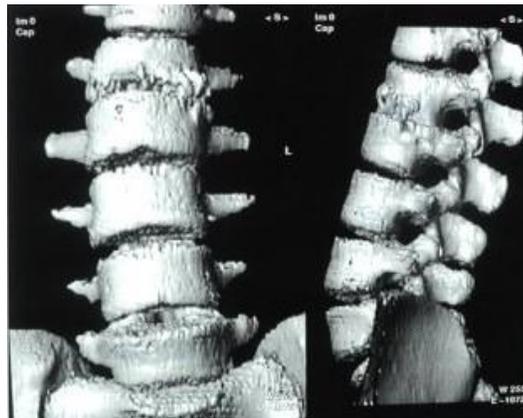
Reconstrucción tridimensional de espondilitis tuberculosa (Tomografía computarizada helicoidal).³⁵
